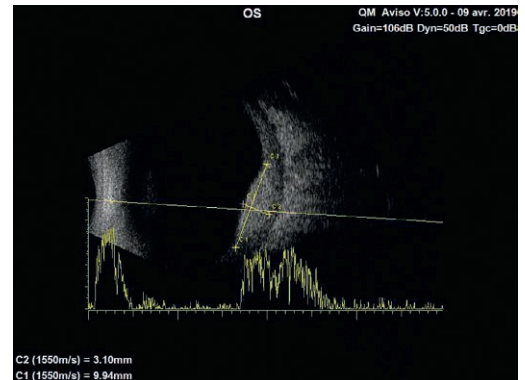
Échographie en mode B couplée au mode A. Hyperéchogénicité biconvexe ; absence d'atténuation en mode A.
